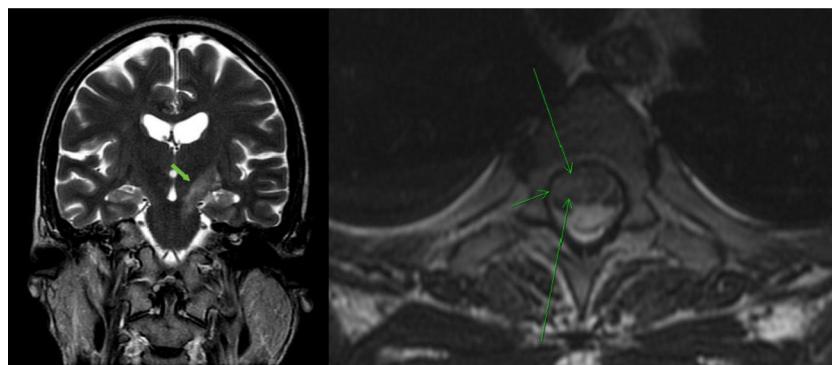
Izquierda: Corte coronal, secuencia T2/FLAIR. Se observa la extensión caudal de la lesión subtalámica izquierda hacia el pedúnculo cerebral ipsilateral. Derecha: Corte axial, secuencia T2. Se identifica una lesión focal intramedular a nivel dorsal alto.
